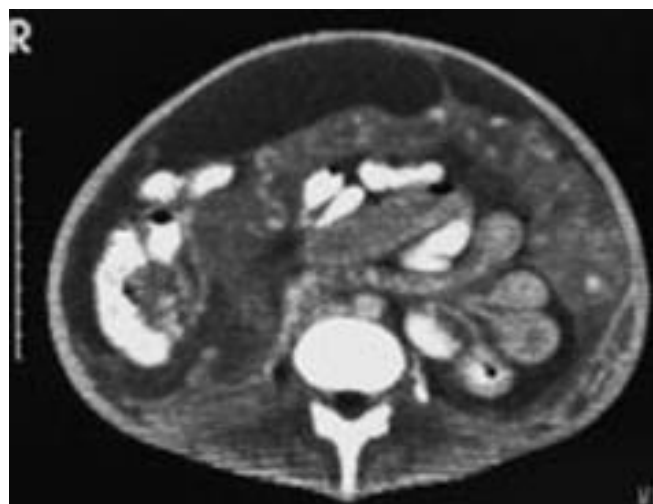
une TDM objectivant un important épaississement du tablier épiploïque : « gâteau épiploïque » [10].
